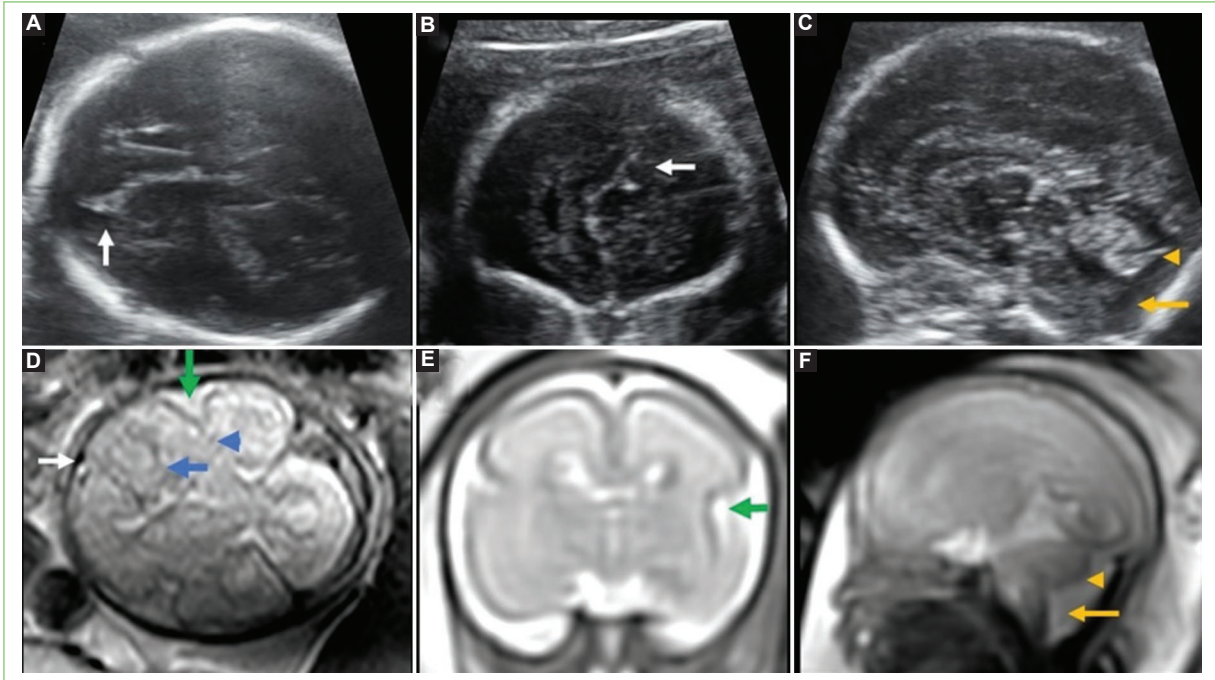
Neurosonografía del feto 2 realizada a las 25 semanas (A, B y C) y resonancia magnética del feto 2 realizada a las 26 semanas (D, E y F). A: corte transtalámico sagital que muestra asimetría hemisférica cerebral con desviación de la línea media hacia la izquierda (flecha blanca) y disminución de volumen del hemisferio izquierdo de predominio frontal con asimetría en las astas anteriores de los ventrículos laterales. B: corte transfrontal coronal que muestra desviación de la línea media hacia la izquierda (flecha blanca). C: corte medio sagital donde se observa una altura del vermis cerebeloso de 11 mm, hipoplásico (punta de flecha amarilla), con comunicación del cuarto ventrículo con la cisterna magna (flecha amarilla). D: corte axial oblicuo en T2 que revela una marcada asimetría hemisférica cerebral con desviación de la línea media y de la hoz hacia la izquierda (flecha blanca), disminución del tamaño del hemisferio izquierdo (punta de flecha azul) y del ventrículo lateral izquierdo (flecha azul), e hipoplasia de la cisura de Silvio izquierda (flecha verde). E: corte coronal en T2 que muestra hipoplasia de la cisura de Silvio izquierda (flecha verde). F: corte sagital en T2 que muestra disminución de tamaño del vermis en su porción caudal y ampliación de la cisterna magna (flecha naranja).
